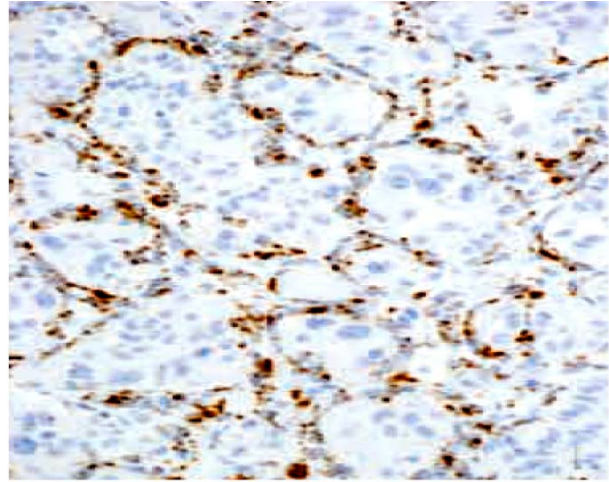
PET – CXCL-12-Expression.
